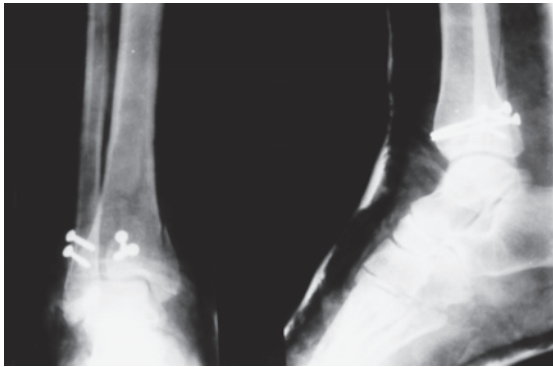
Radiografias no pós operatório imediato.
